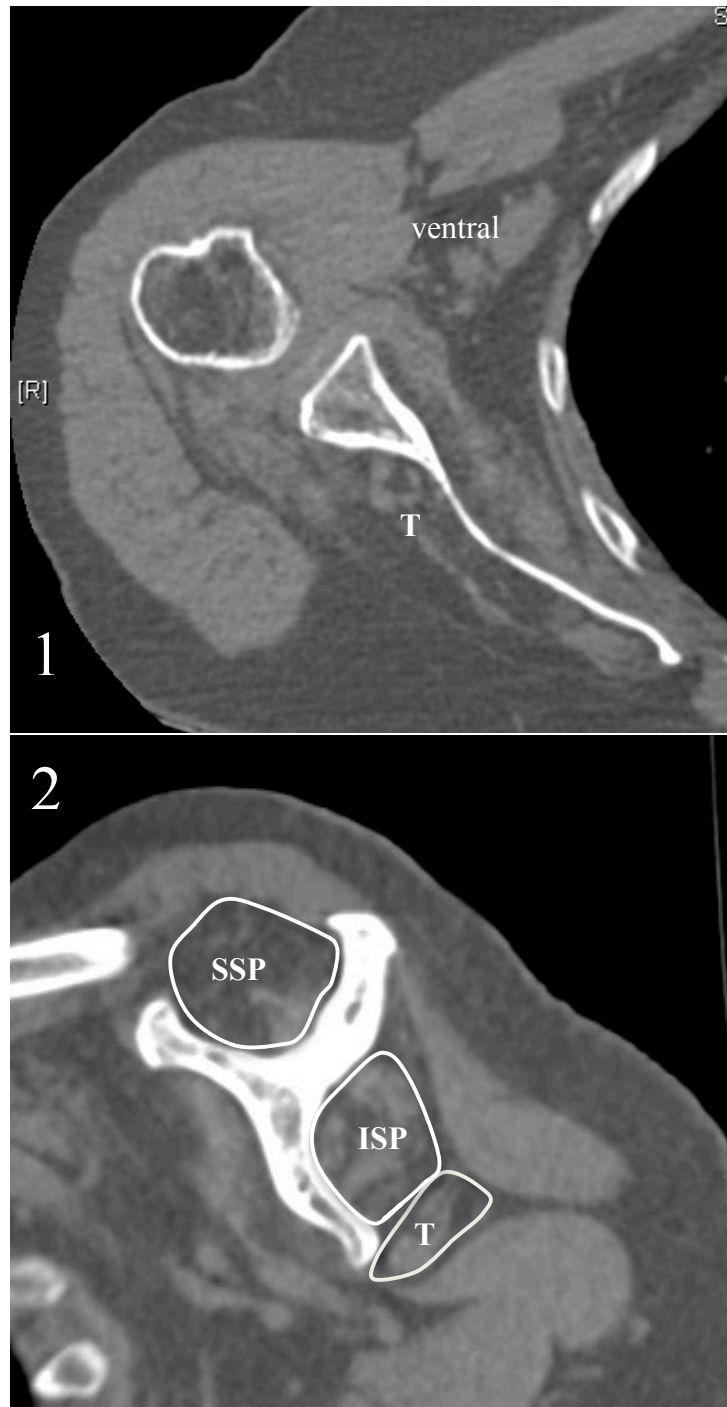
CT-Aufnahme der Scapula in axialer (1) und para-sagittaler Einstellung (2) zur Beurteilung des M. teres minor Beschriftung: SSP= M. supraspinatus; ISP= M.infraspinatus T= M. teres minor
